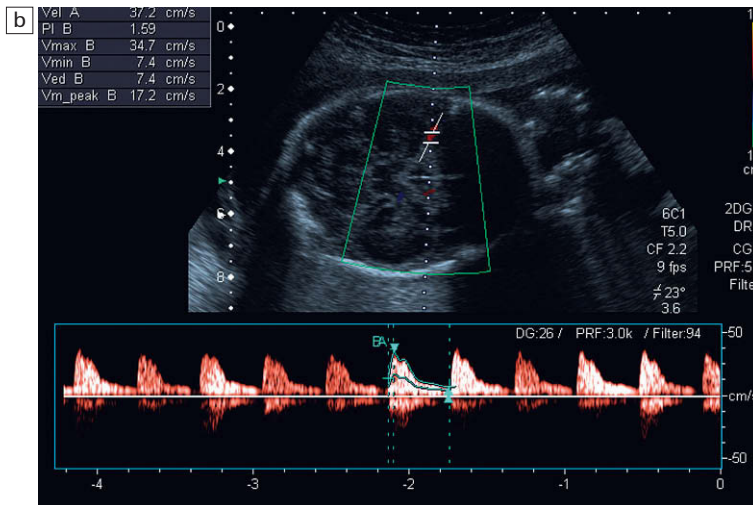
a) Doppler color del polígono de Willis en el feto. Se muestran las arterias cerebrales medias. b) flujo espectral en una arteria cerebral media normal. Índice de pulsatilidad de 1,6 y velocidad máxima de 37 cm/seg. c) Se muestra el aumento de la velocidad sistólica máxima hasta 72 cm/seg secundario a la anemia fetal.
